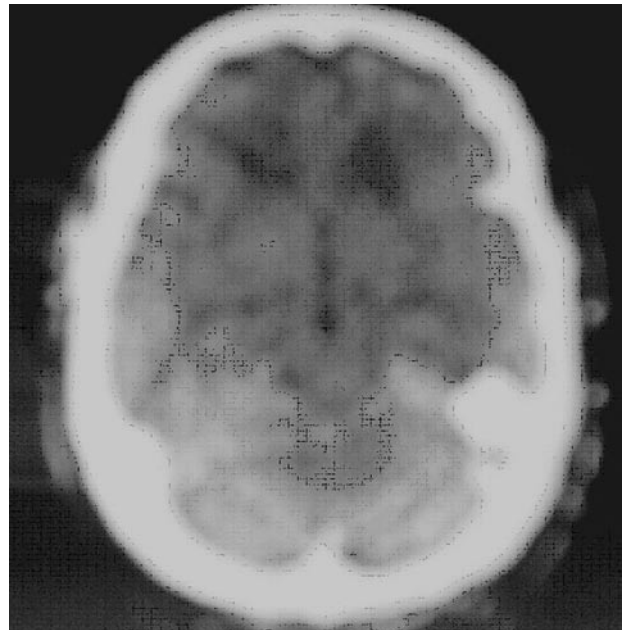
КТ ГМ (до лечения)
